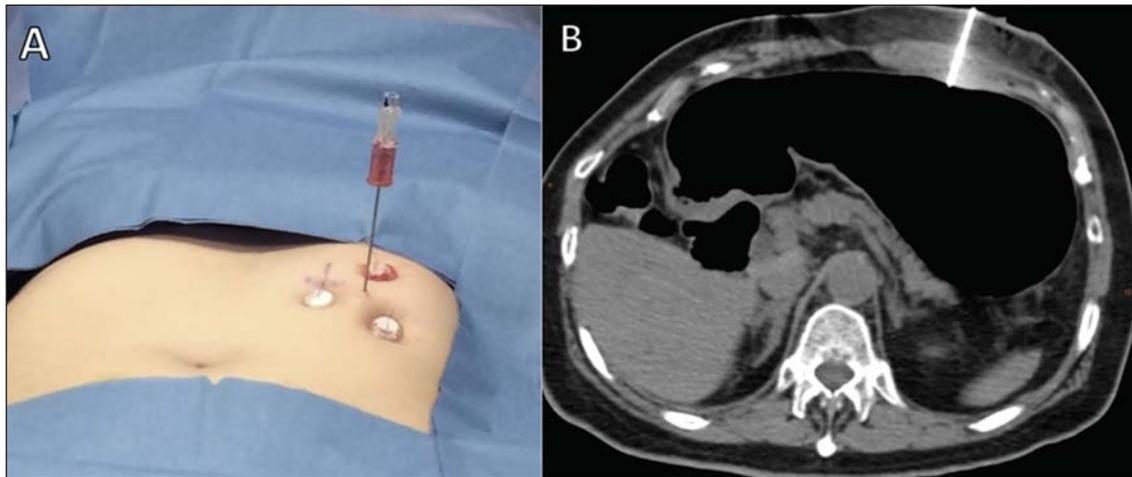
Punção gástrica para gastrostomia percutânea guiada por TC. É colocada uma agulha de punção no centro do triângulo previamente fixado (A) e realizada transfixação do estômago (B).
